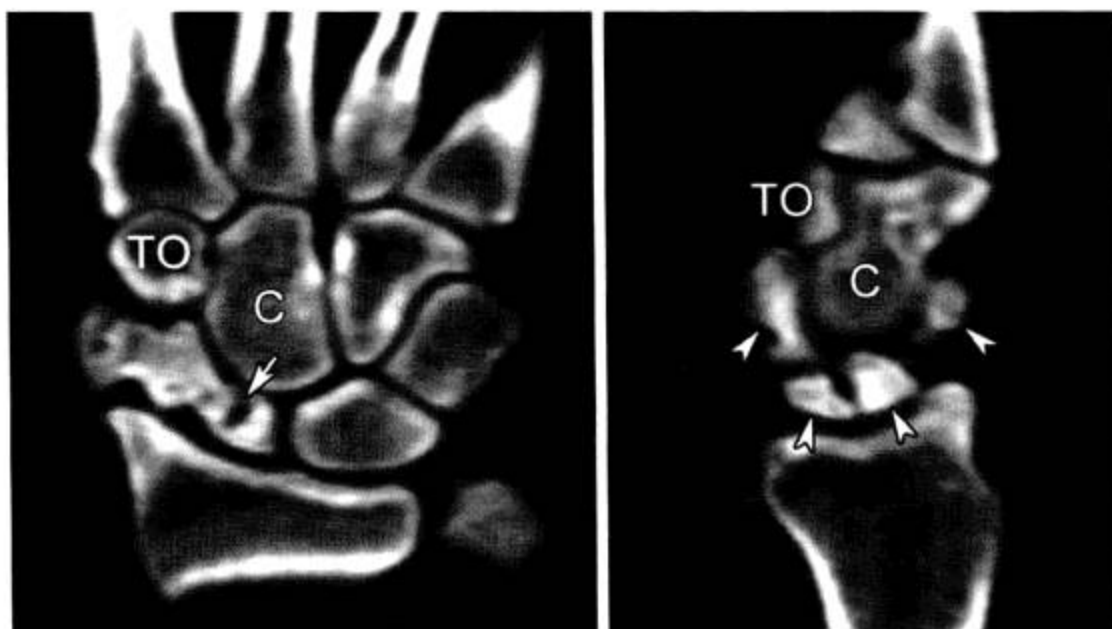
手舟骨无菌性坏死 (CT 冠状面及矢状面重组)
